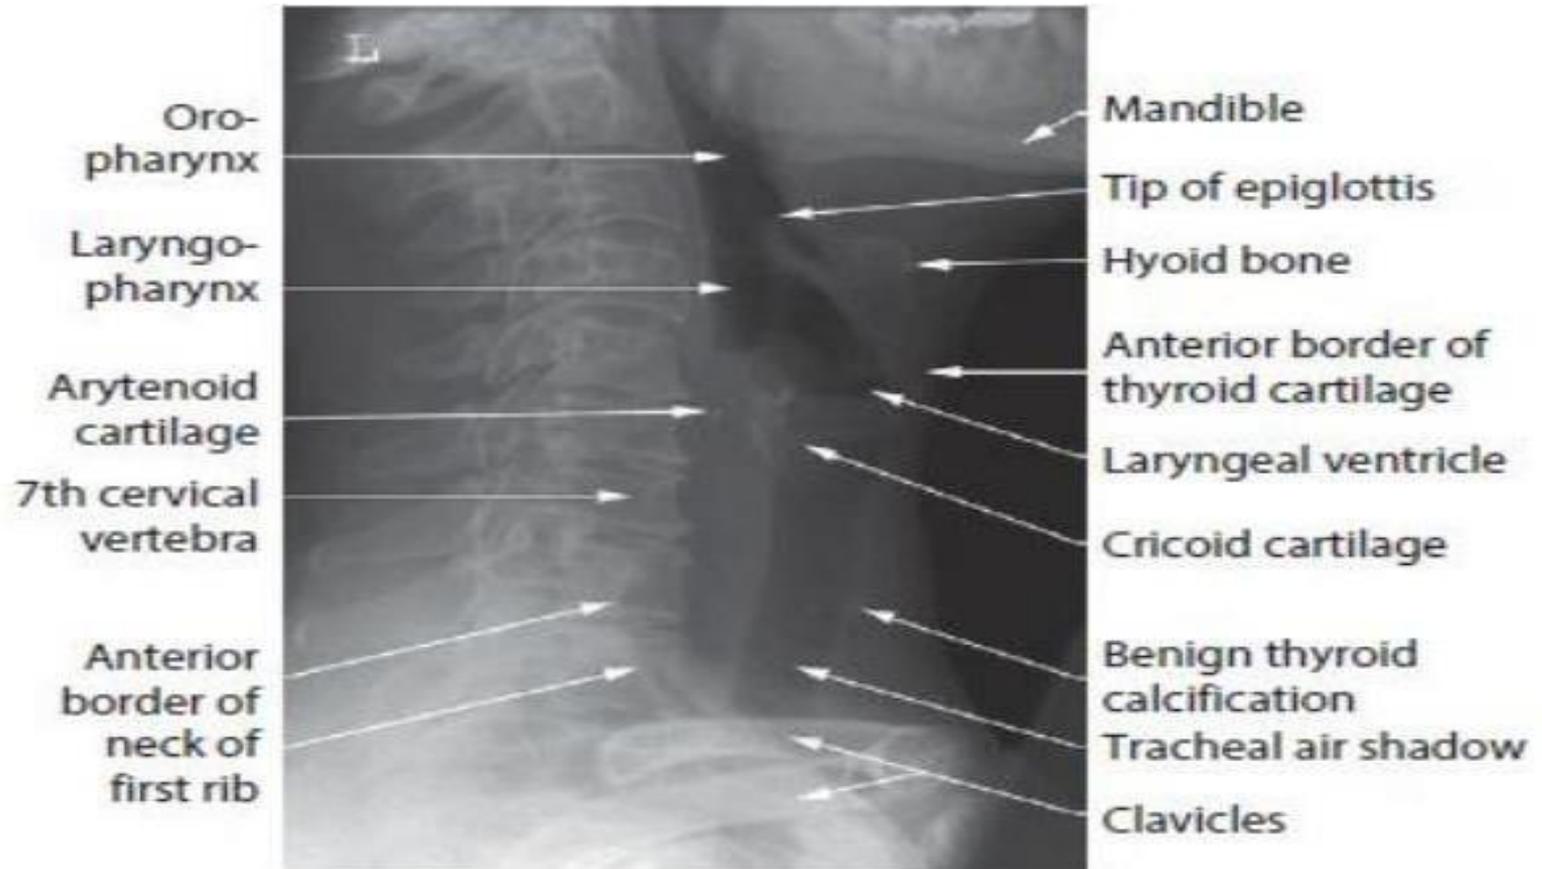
Labelled radiograph of pharynx and larynx.
